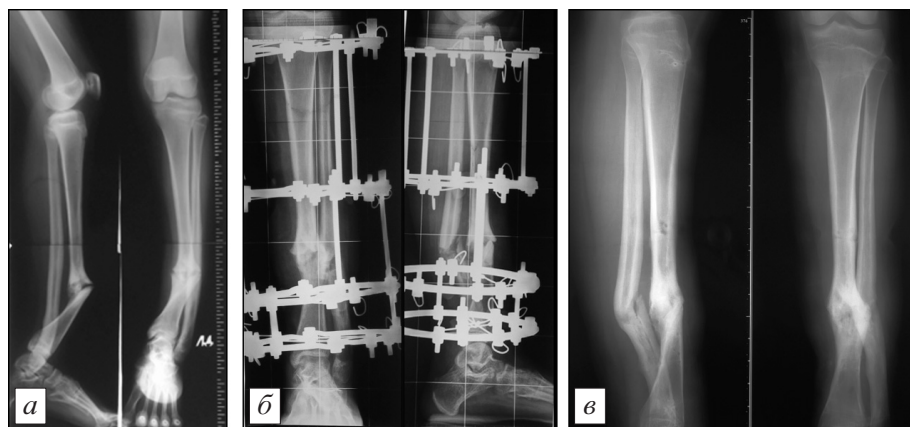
Рентгенограммы (прямая и боковая проекции) голени больной А., 13 лет (объяснение в тексте).
